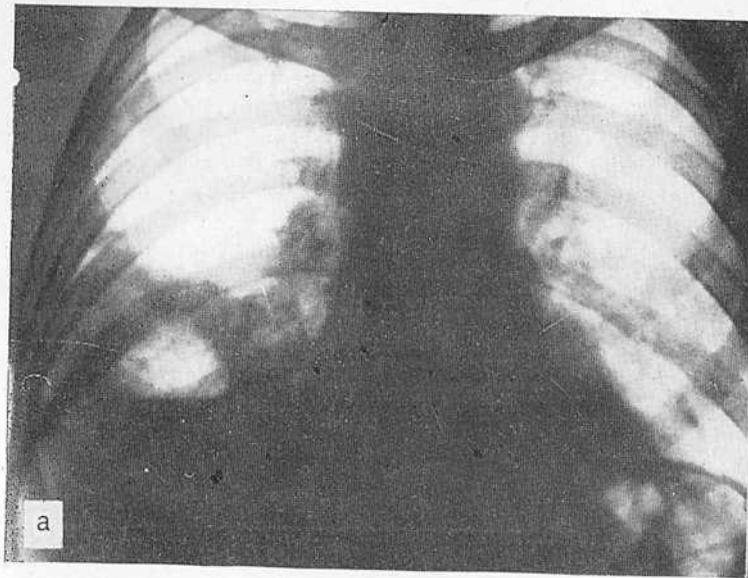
Рентгенограмма больного А. (а — прямая и б — боковая).
